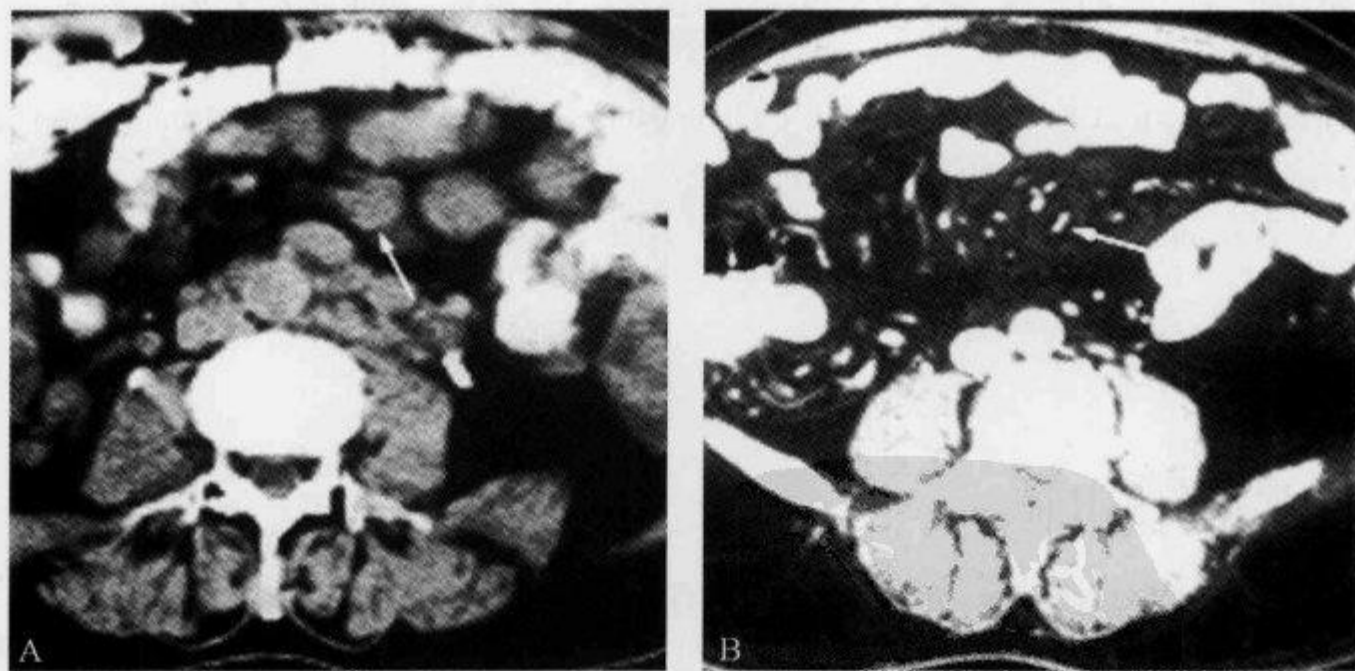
轴位 CT 增强扫描示“脂肪环征”
